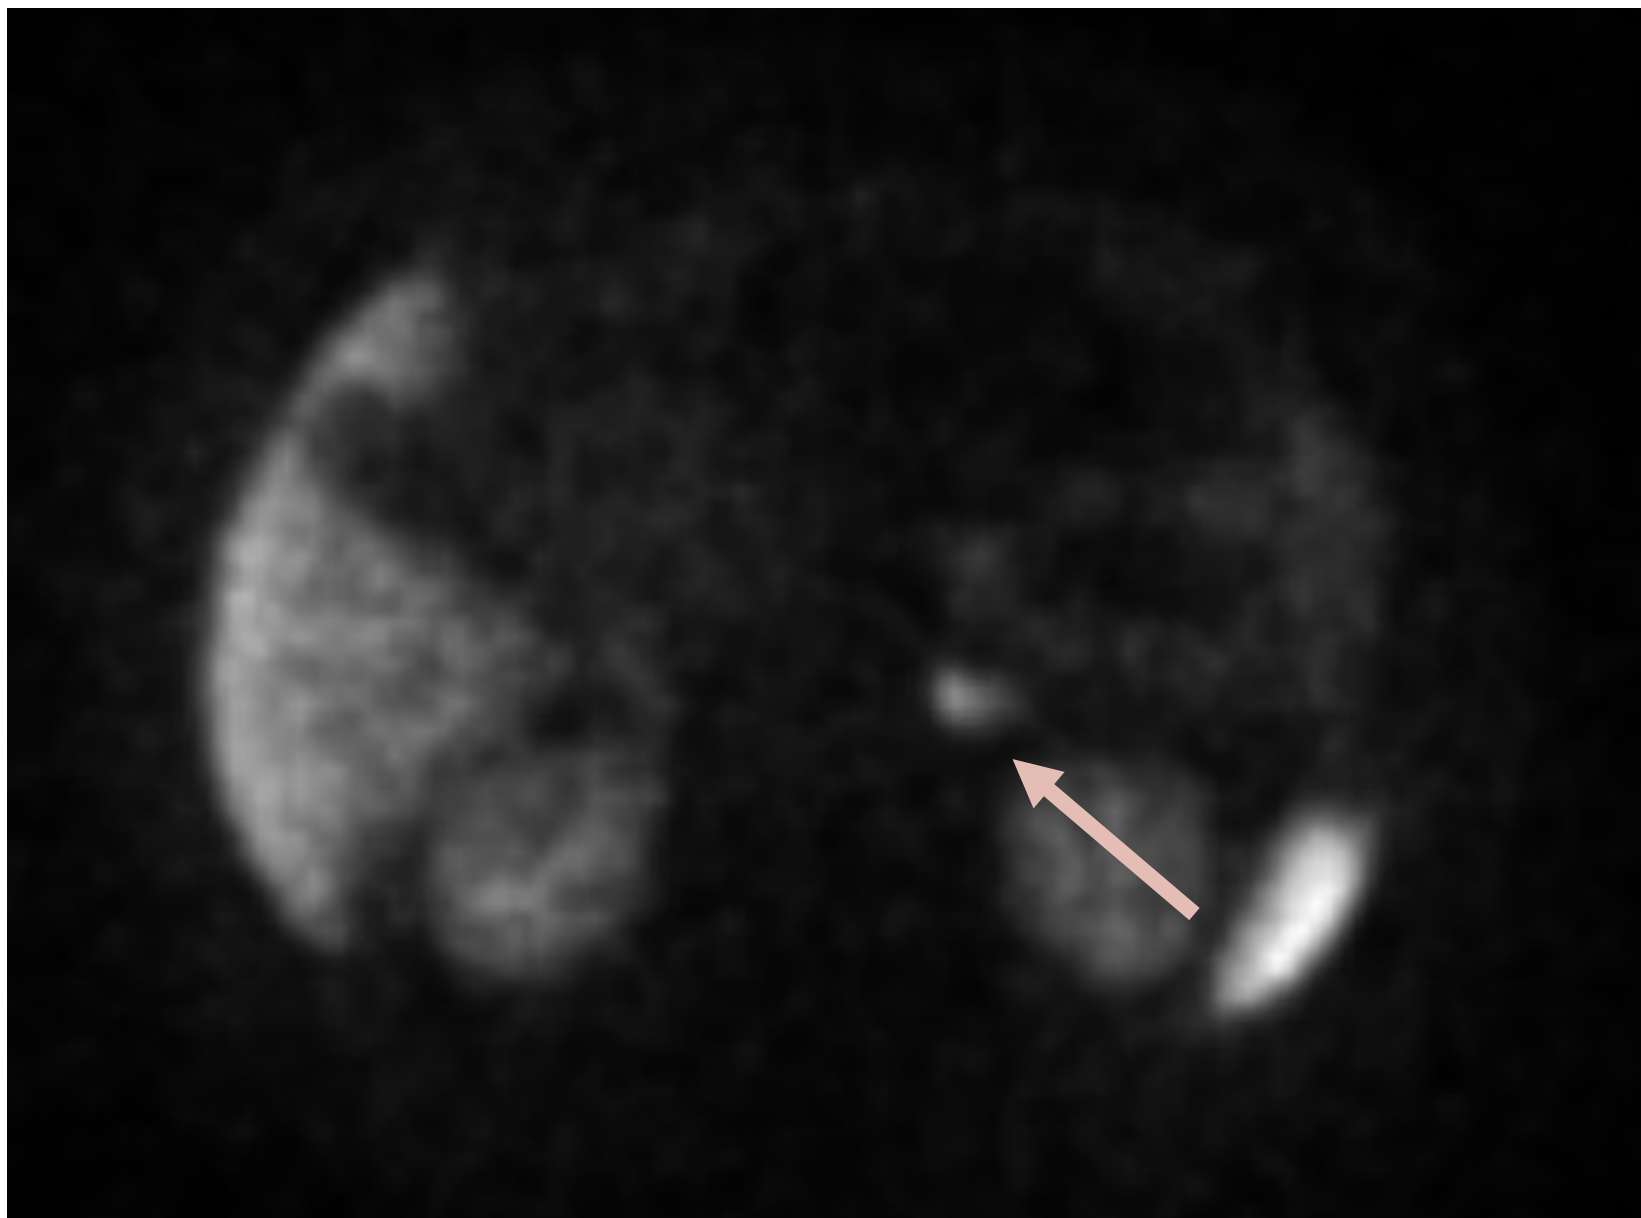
PET/TC con Gallio 68-DOTATOC
